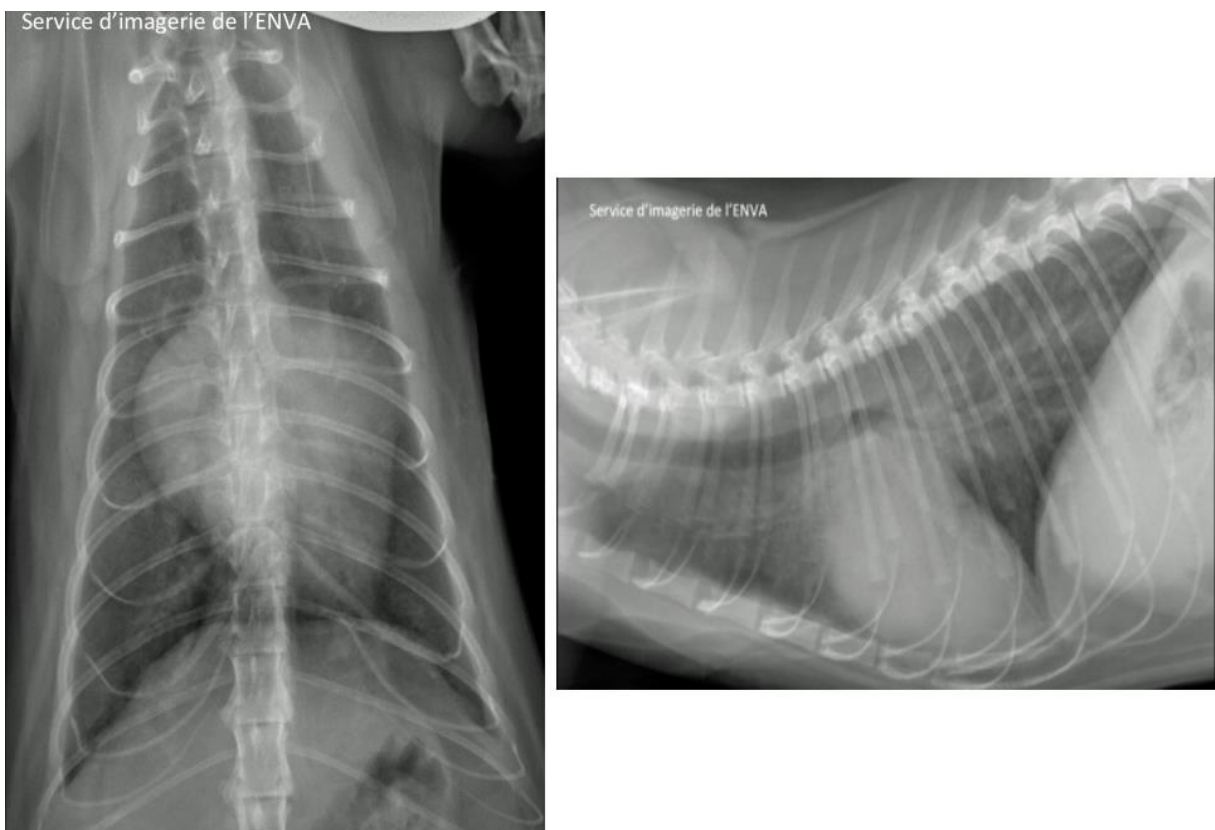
Examen radiographique face et profil, lors du contrôle au bout de 5 mois (service d'imagerie de l'EnvA) montrant une opacification pulmonaire alvéolo-interstitielle généralisée avec cardiomégalie.
